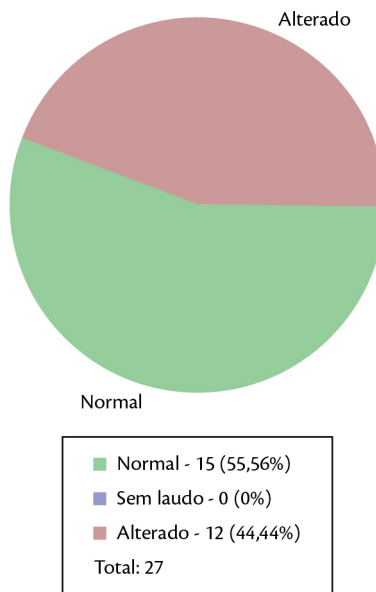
Ecocardiografia.
